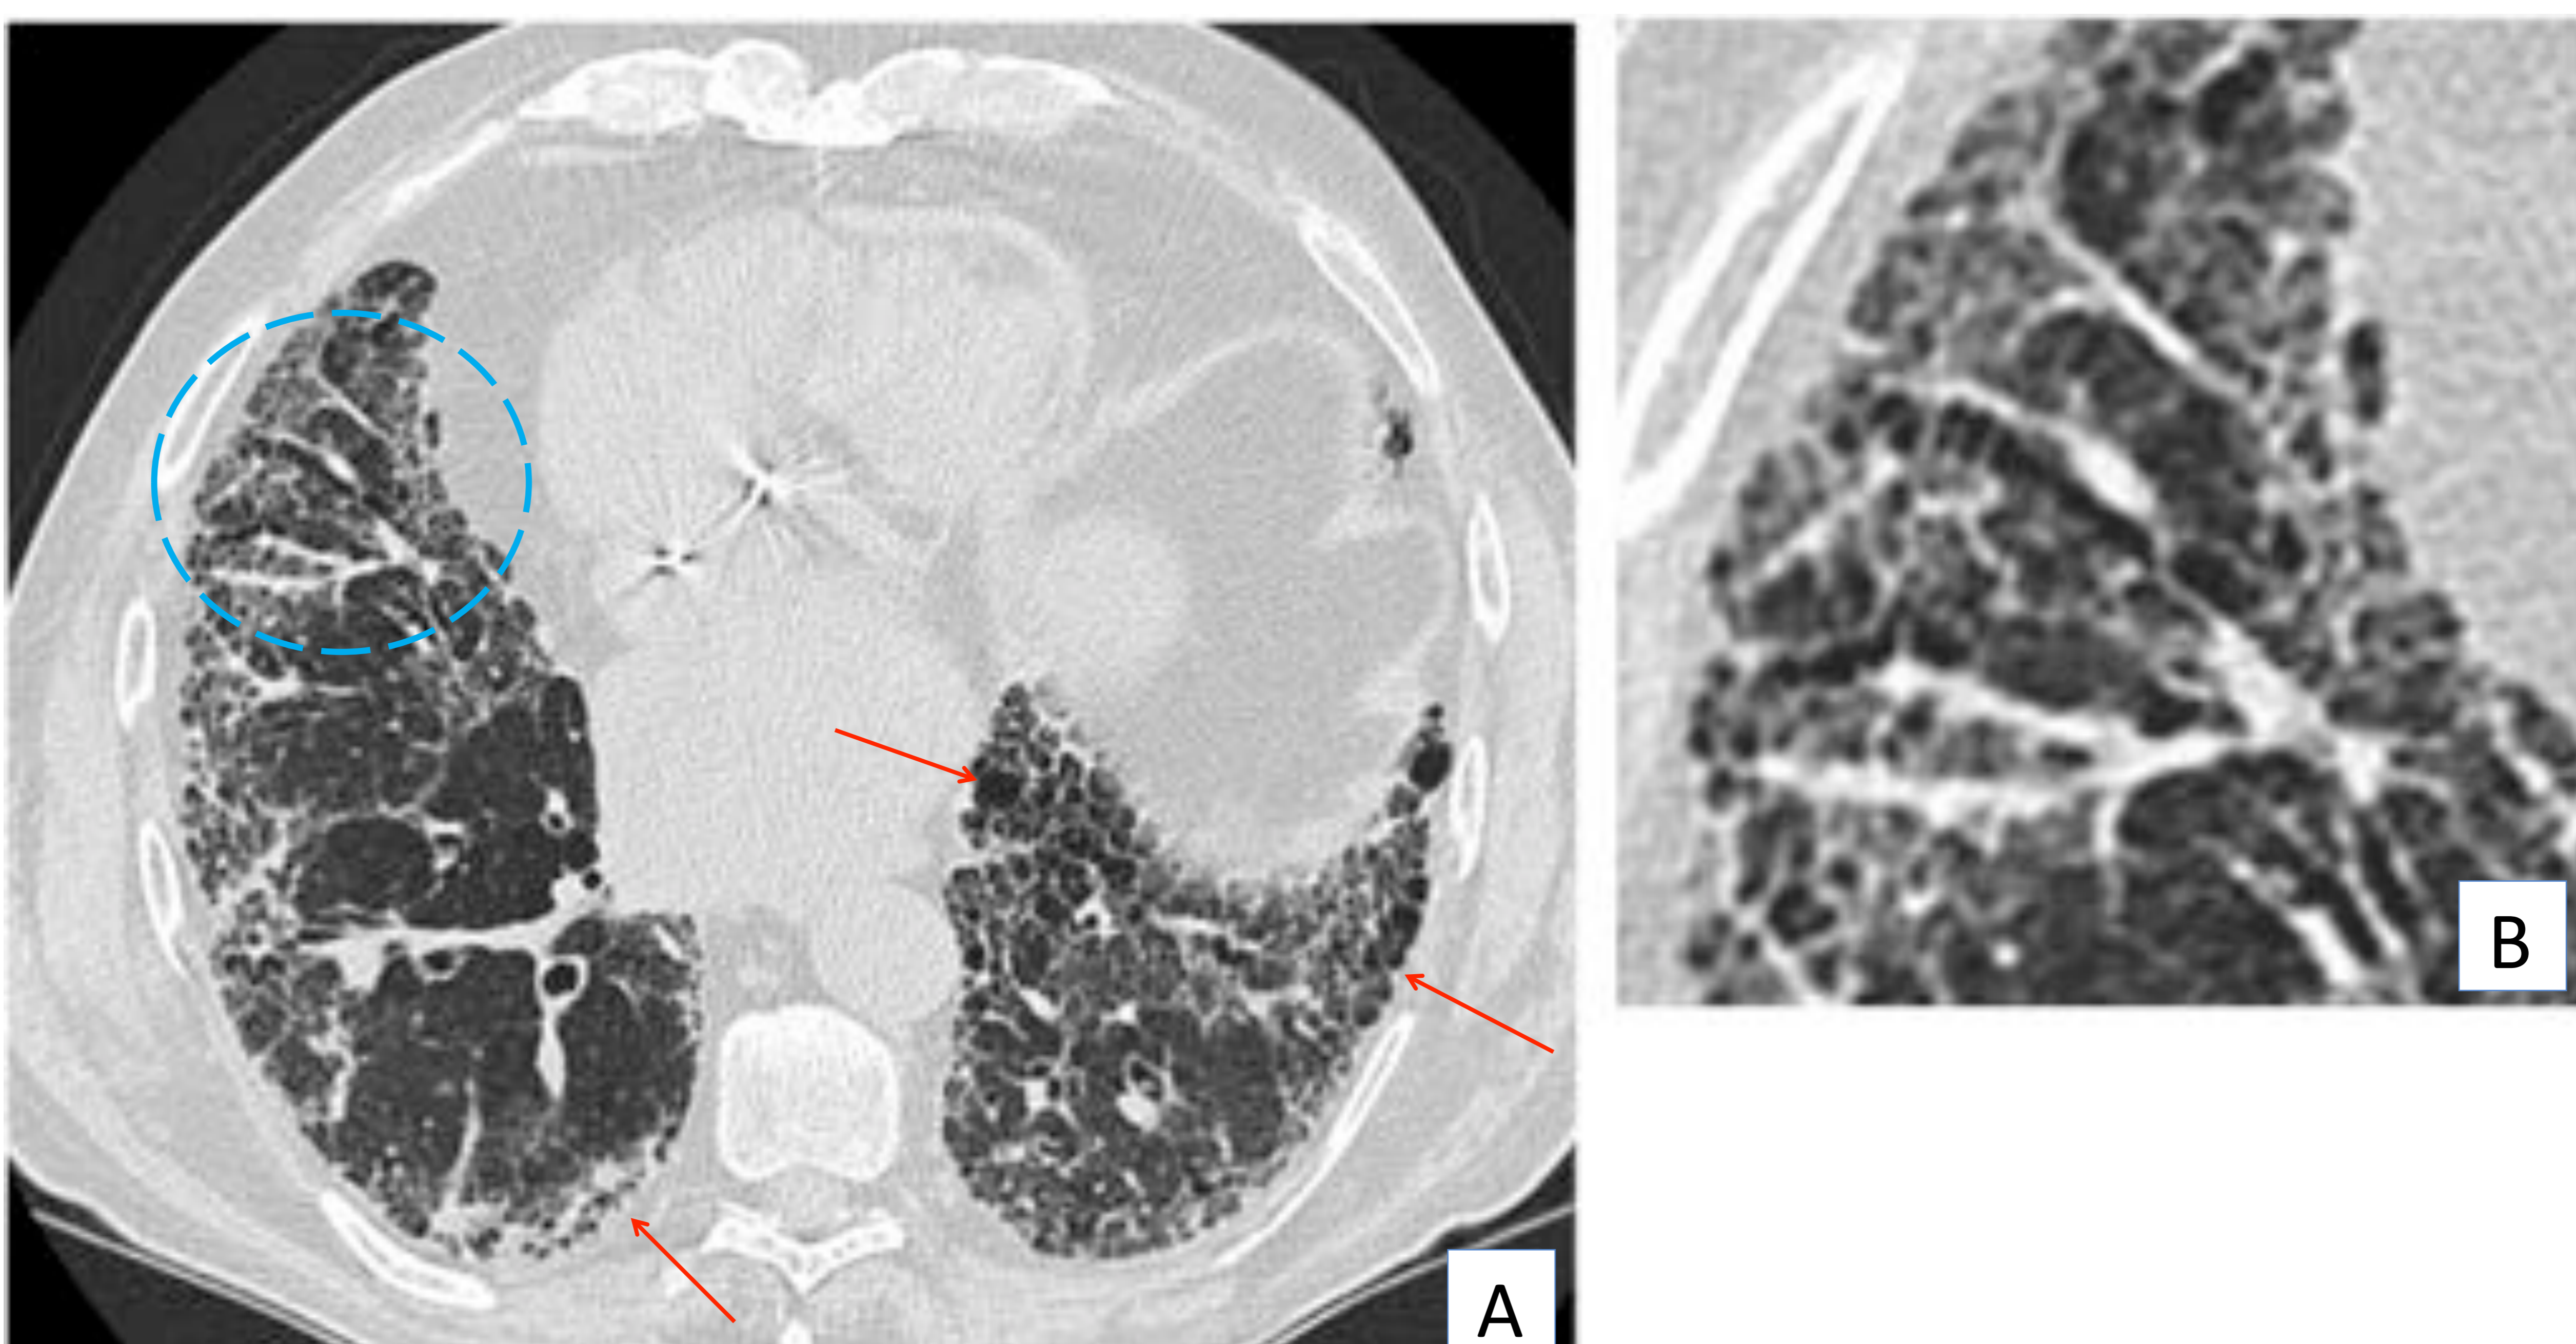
Paciente con patrón NIU. Imagen de TC de tórax axial (A) e imagen ampliada (B). Se observa panalización (más evidente en las flechas rojas), opacidades reticulares y bronquiectasias por tracción (B, que corresponde al círculo azul).
